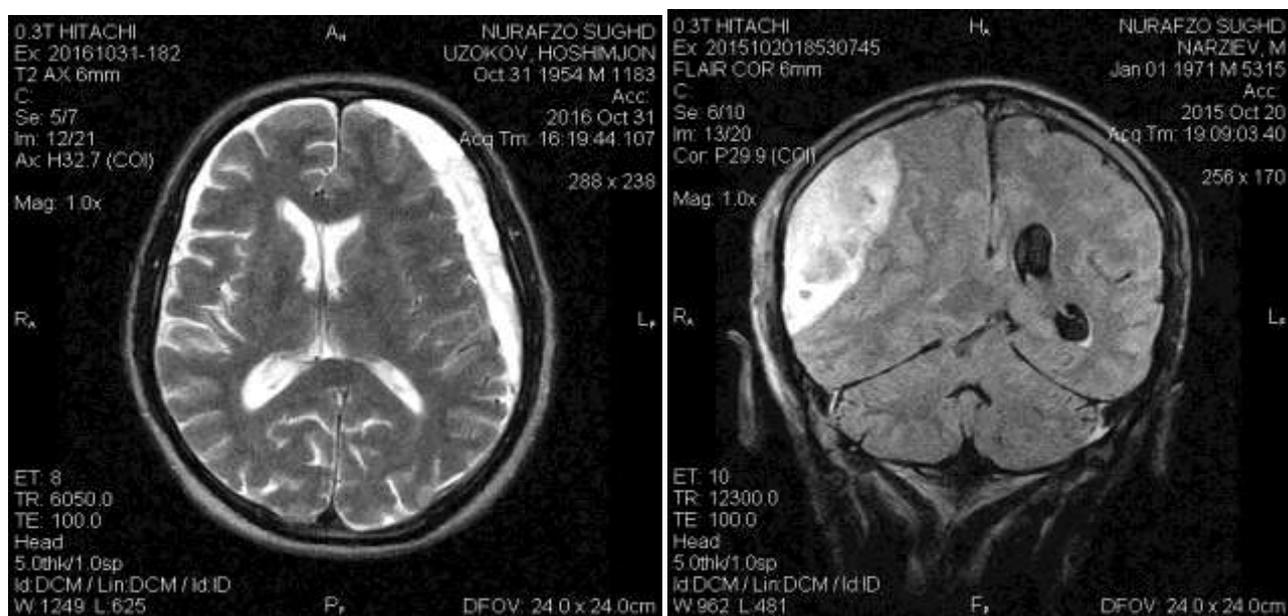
МРТ. На аксиальном срезе слева в проекции лобно-теменной области отмечается эпидуральная гематома. На фронтальном срезе справа в проекции теменной доли определяется субдуральная гематома
